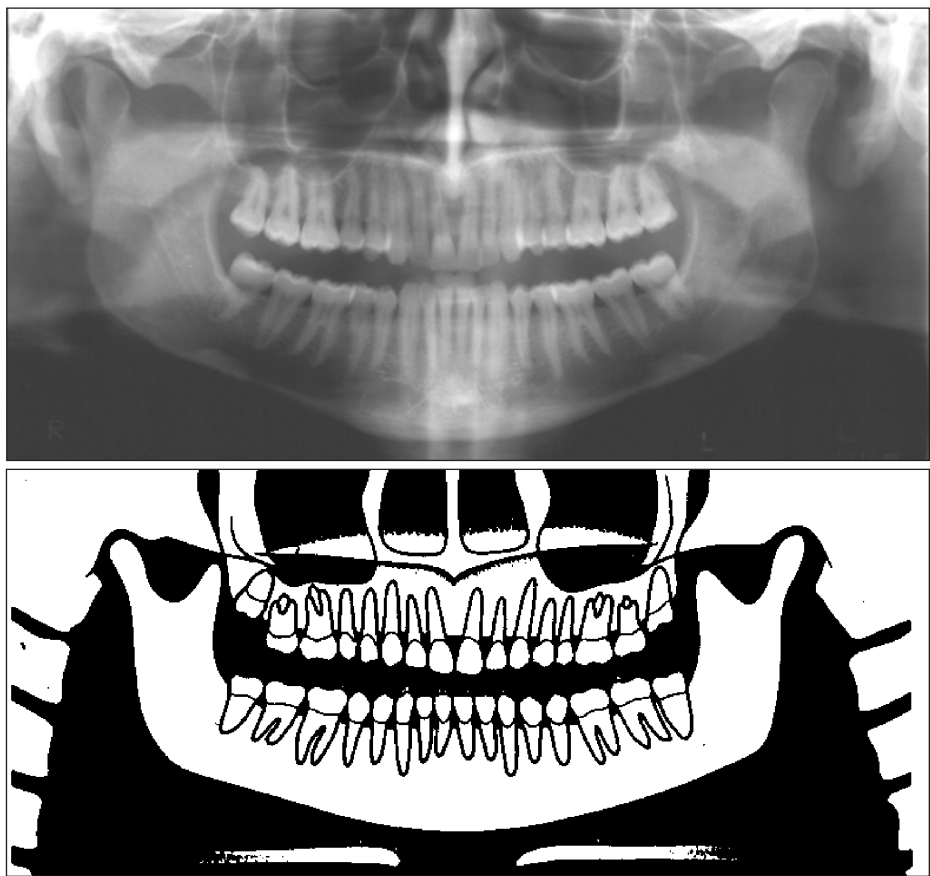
Radiografia panoramica corretta
